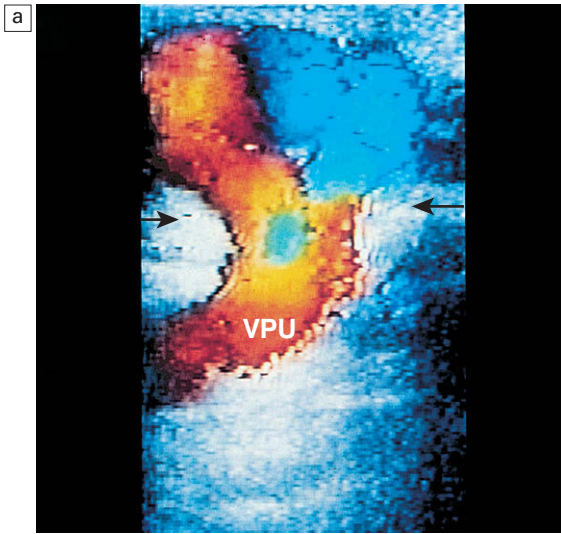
a) y b) Reconstrucción tridimensional de sombreado de superficie. Fase venosa portal del angiograma por TC de un paciente con hipertensión portal. Una gran vena paraumbilical (VPU) recanalizada se dirige en sentido descendente por la pared abdominal anterior (flecha). En la región subumbilical se ve este vaso dilatarse en el componente aneurismático de esta variz. c) Fotografía del ombligo en un paciente con cirrosis alcohólica y hepatopatía terminal. Esta masa de color parduzco es una variz paraumbilical herniada que se ha extendido a la vaina de los rectos y exteriormente a través de la pared abdominal anterior. Esta variz está siguiendo sencillamente el camino anatómico de la vena umbilical original.
